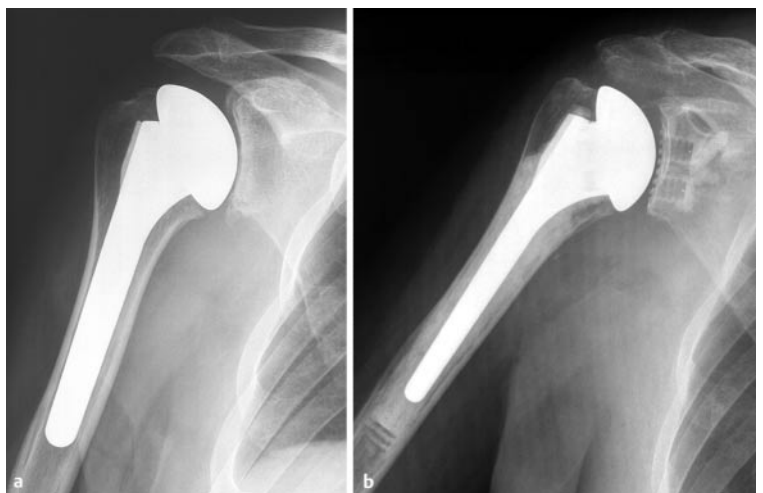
■ Röntgenbilder. a Zementfreie Humeruskopfprothese (Affinis) bei Humeruskopfnekrose. b Zementierte Totalprothese (Affinis) bei primärer Omarthrose. Die exzentrische Kopfposition ist gut zu erkennen.
